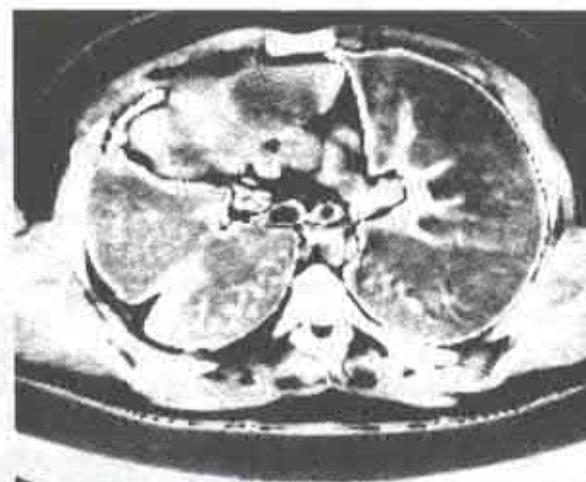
Tomografie computerizată.
